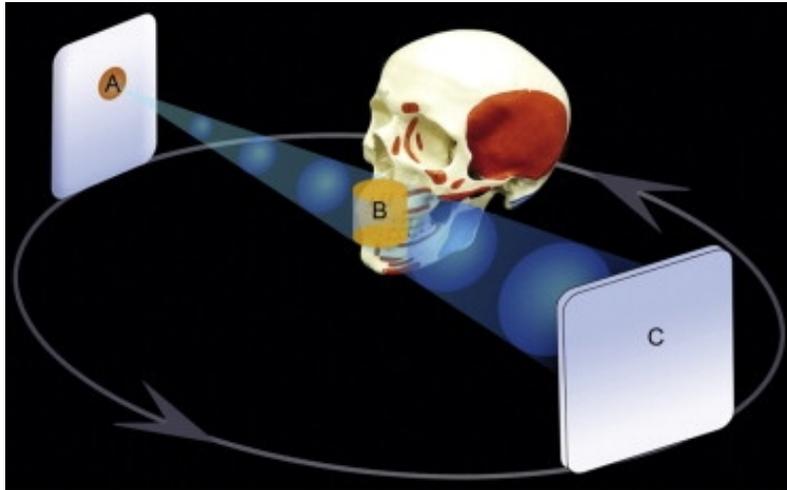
Principes du CBCT. A : La source de rayons X conique. B : Le volume d'acquisition. C : La surface de détection [21]
